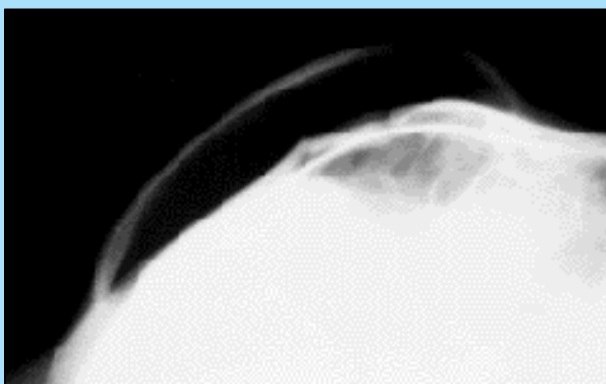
Radiografia del cranio in proiezione latero-laterale obliqua: è possibile osservare il profilo del rivestimento cutaneo scollato dal sottostante periostio come conseguenza dell'entisema sottocutaneo e la depressione ossea in corrispondenza della regione frontale.
